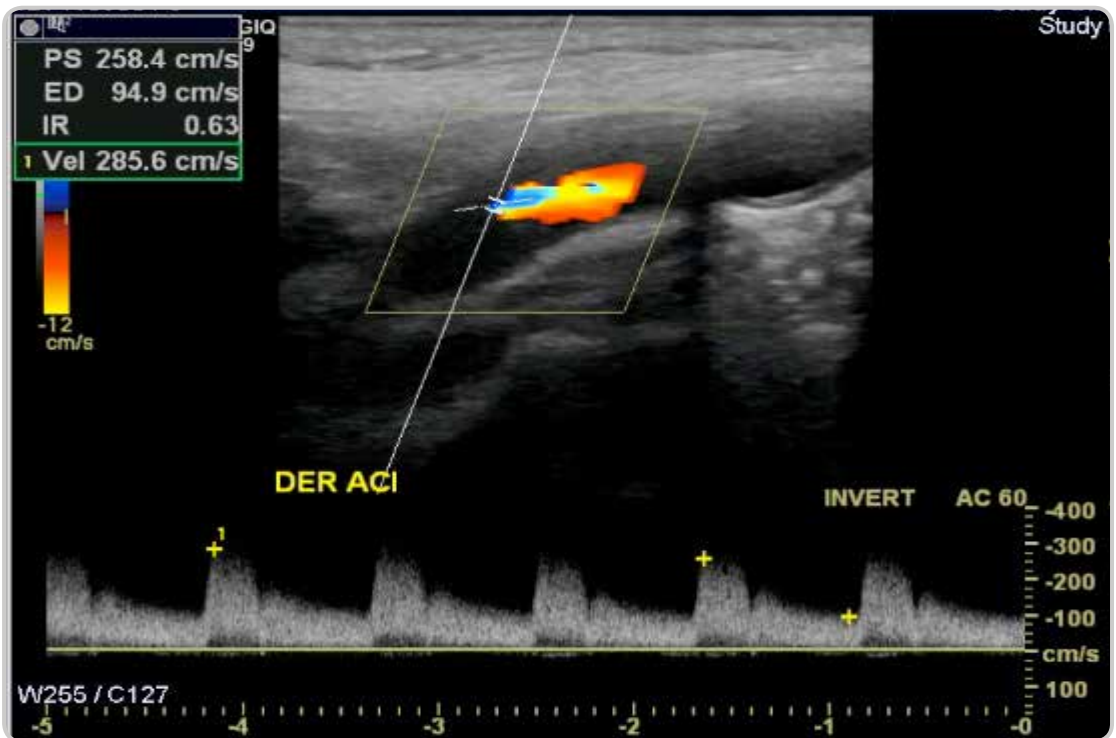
Ecografía con doppler color: extensa ateromatosis de arteria carótida interna derecha (DER ACI), alcanzando una velocidad de flujo sanguíneo sistólico máximo de 285.6 cm/s. De acuerdo con las curvas de velocidad, si la velocidad sistólica es mayor a 215 cm/s, la alteración es compatible con una estenosis mayor al 70%.
